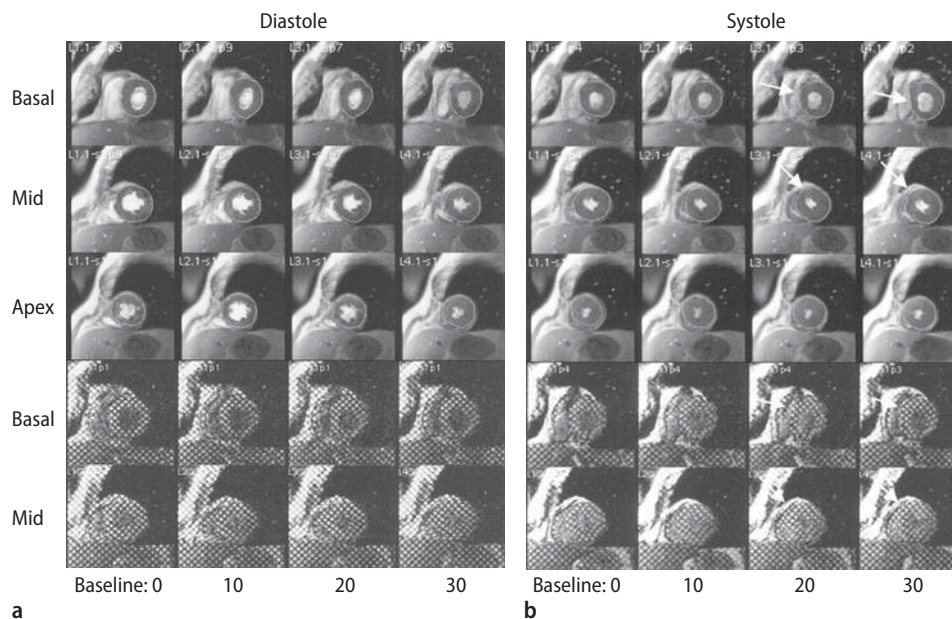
DSE-MRT während Diastole (a) und Systole (b). X-Achse: Stress-Level (0–30 Gamma Dobutamin); Y-Achse: Kurzachsenschnitte (ohne Tagging: Reihen 1–3; mit Tagging: Reihen 4 und 5). Die Pfeile bei 20 und 30 Gamma Dobutamin
